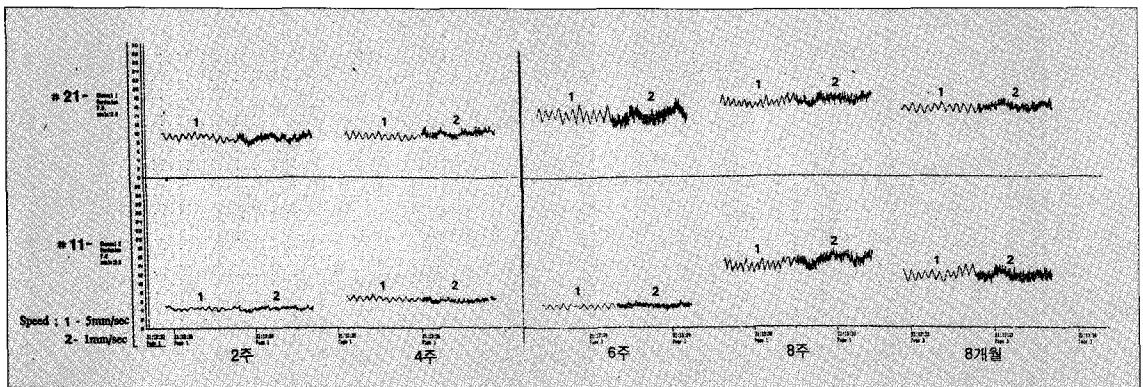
laser Doppler flowmetry의 주기적 검사
